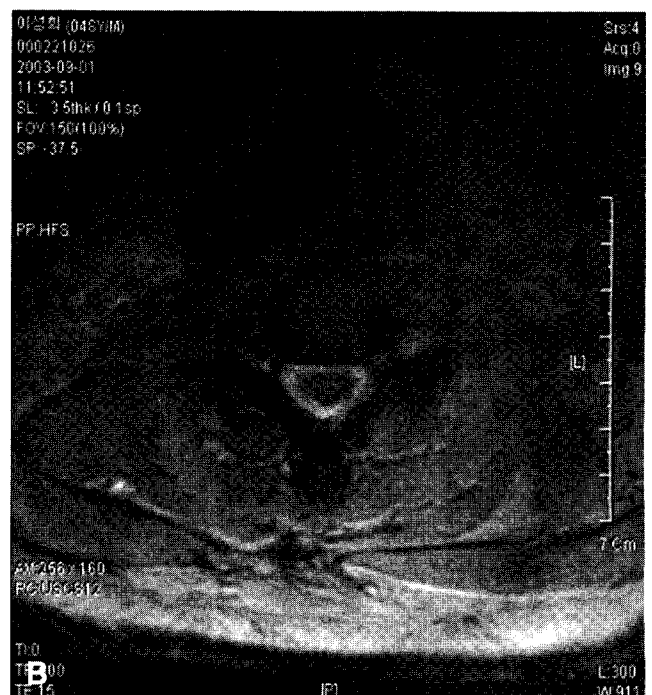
Cervical MRI shows mild disc bulging in C3-C4, C4-C5 and C5-C6. (A) Sagittal T2-weighted view. (B) Axial T2-weighted view at the level of C5-C6.
